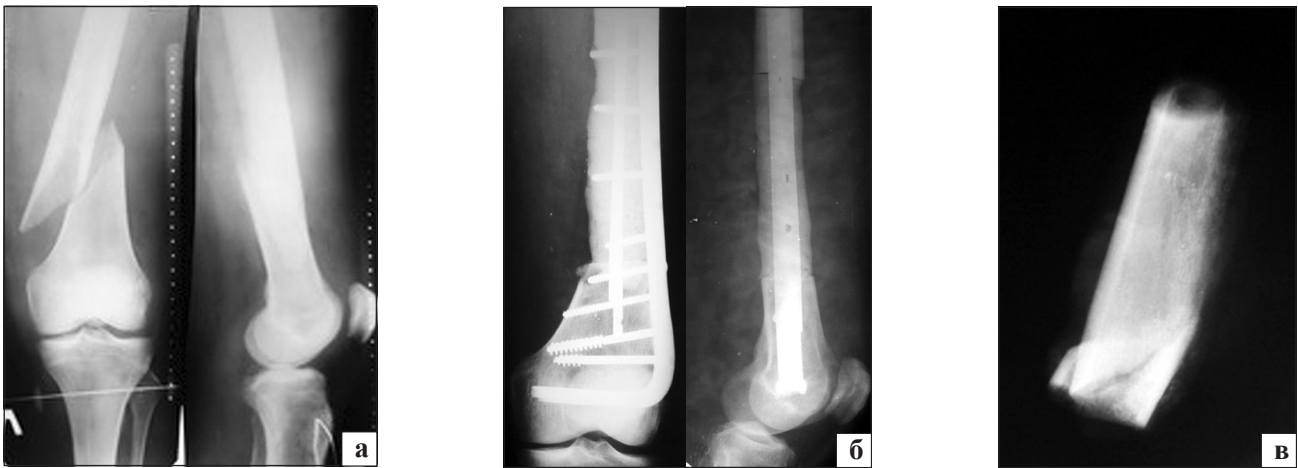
Фотовідбитки рентгенограм лівого стегна хворого Ж., 58 р.: а) патологічний перелом, метастатичне ураження дистального відділу стегнової кістки; б) після хірургічного втручання; в) препарат видаленої пухлини
